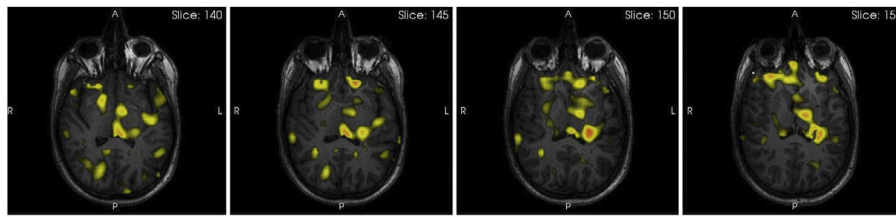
SISCOM (*subtracted ictal SPECT coregistered with MR*). Paciente con probable epilepsia insular, en el que se observa el foco de mayor perfusión (en rojo) en la parte posterior de la ínsula izquierda y su rápida propagación hacia el tálamo homolateral y otras regiones, como las regiones mesiales frontotemporales.
